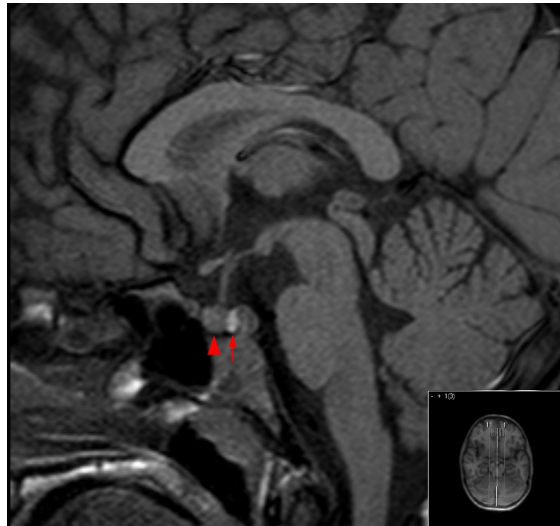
MRT der Hypophyse, Δ VHL, \wedge HHL; sagittale Ebene
